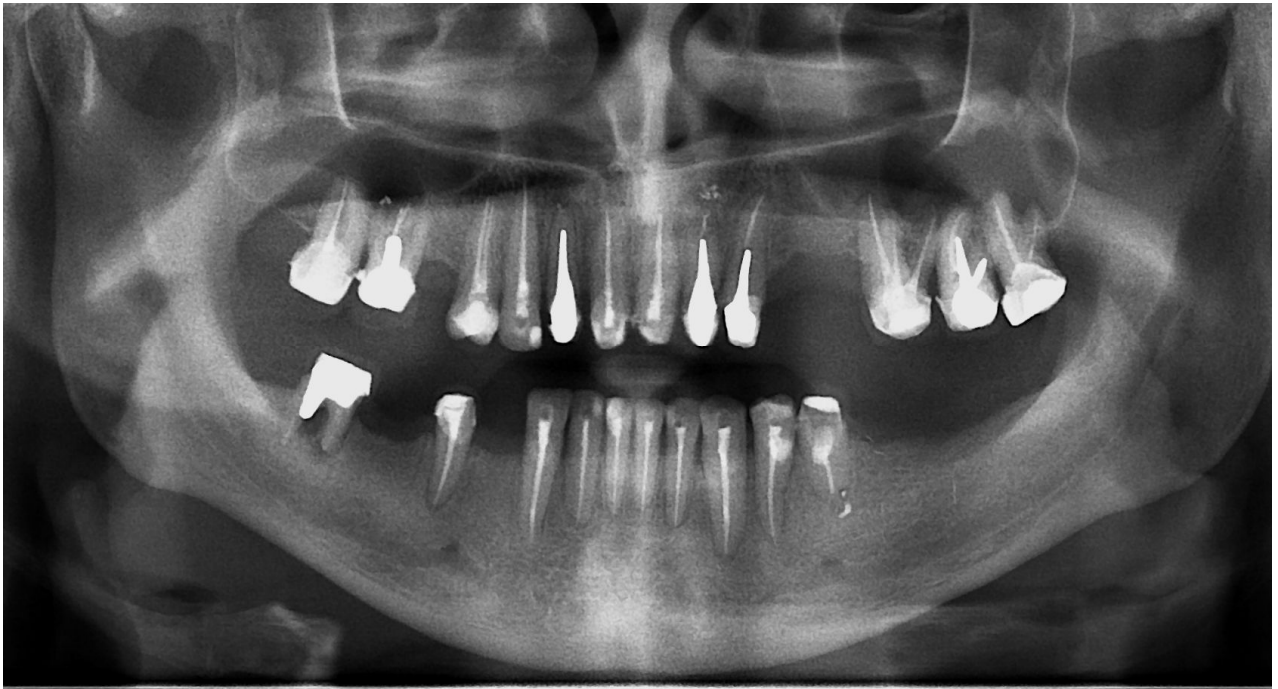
Больной Д. Ортопантомограмма до лечения
